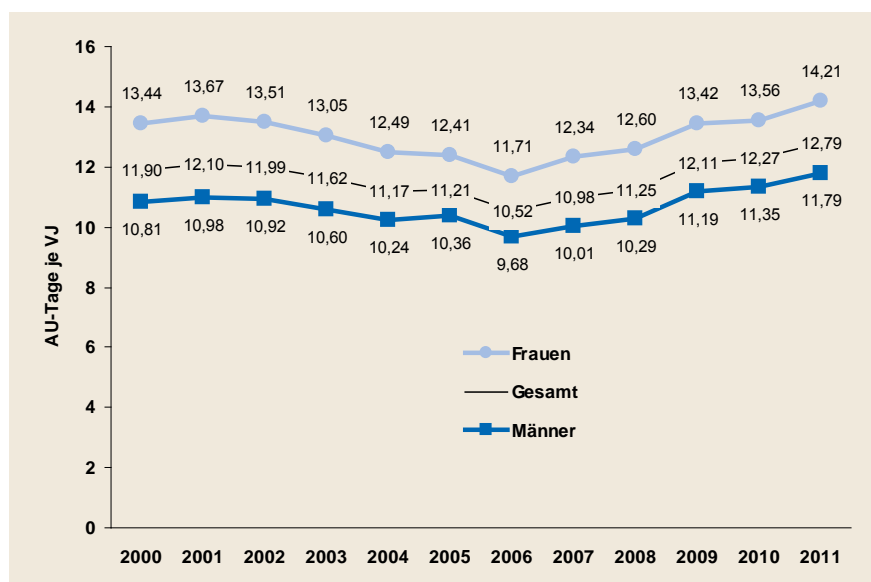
(Erwerbspersonen TK, standardisiert)
